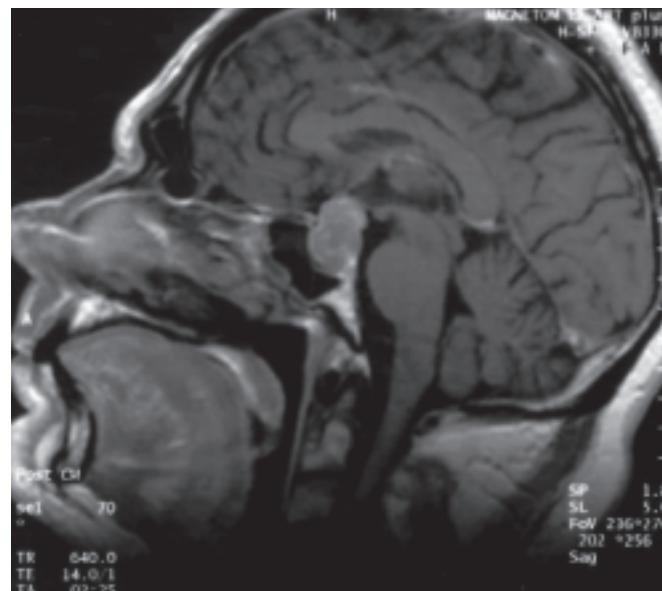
МРТ головного мозга до лечения каберголином. В хиазмально-септальной области определяется объемное образование размерами 35x30x31 мм
